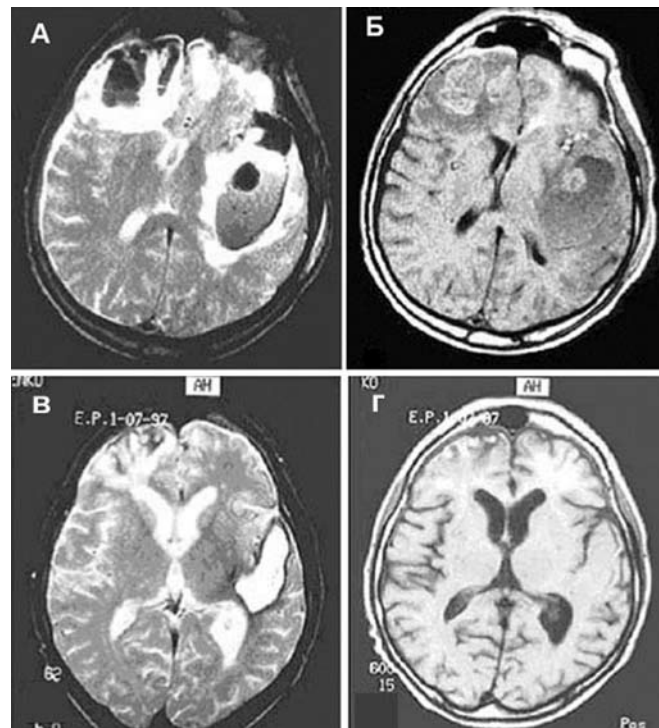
МРТ-динамика тяжелой проникающей черепно-мозговой травмы. А(Т2), Б(Т1) — при поступлении: внутримозговая гематома в височной доле слева и крупный очаг размозжения в лобной доле справа. Консервативное лечение. В(Т2), Г(Т1) — спустя 74 сут: в височной доле слева на месте гематомы сформировалась кистозная полость, которая изоинтенсивна в режиме Т1, в зоне бывшего очага размозжения, в лобной доле справа — рубцово-атрофические изменения. Клинически — хорошее восстановление.
